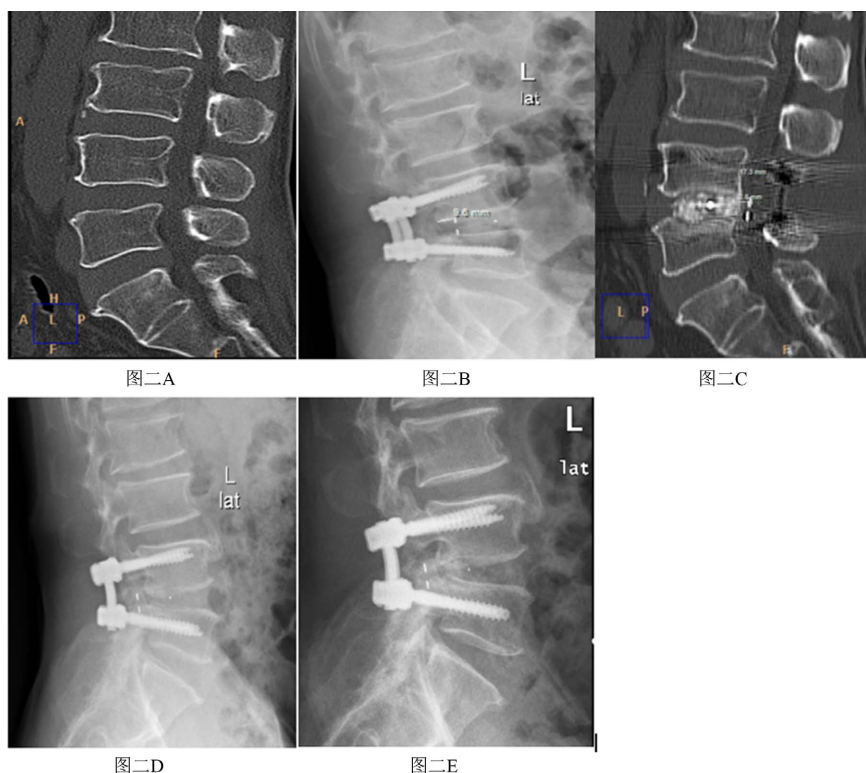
66 year-old male patient diagnosed with lumbar spinal stenosis. (A) shows the narrowing of L4-L5 intervertebral space and pear-shape intervertebral space on preoperative lumbar CT. (B) shows that the patient underwent L4-L5 PLIF. On the same day, the anterior and lateral films of the lumbar spine showed that the insertion depth of Cage was 9.6 mm, the position was good, and the patient's symptoms were relieved. (C) showed the reexamination 3 months after operation. The posterior edge of Cage has moved to the posterior edge of the vertebral body. It can also be seen that the operator's excessive treatment of the endplate caused the emptiness behind the vertebral body. In addition, the patient's pear shaped intervertebral space is the main reason for the retrogression of this case. (D) shows the reexamination 5 months after operation. It can be seen that the Cage moves backward and part of it goes into the spinal canal. The patient has no relevant symptoms. And patient was advised to wear soft corset of waist and reduce unnecessary activities. (E) shows the reexamination one year after operation. The patient had no relevant symptoms and was not given special treatment. It can be seen that Cage did not continue to move and bone tissue was produced around it
